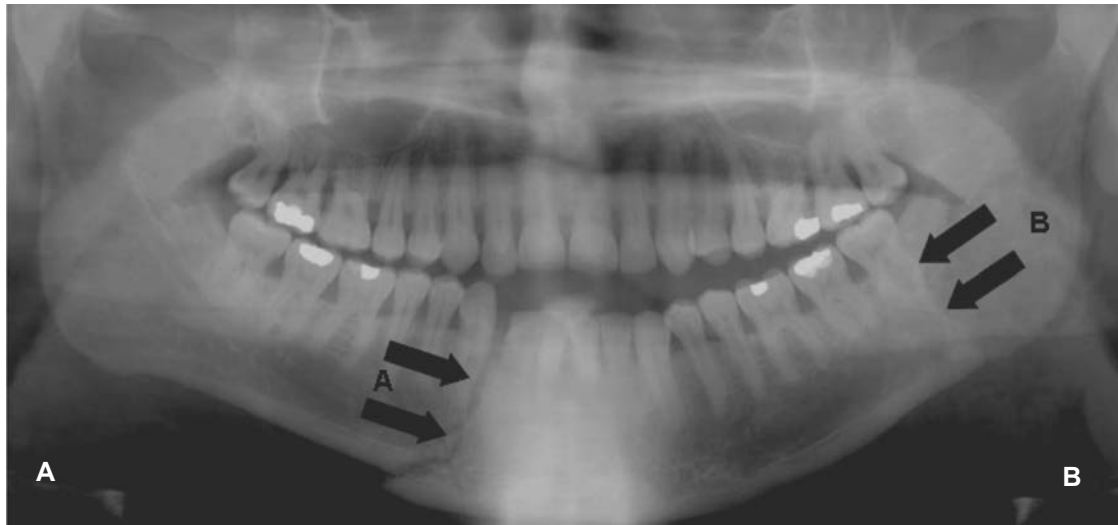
Radiografía panorámica en la que se observan dos fracturas, una fácilmente perceptible (A), en la región parasinfisaria la cual se encuentra desplazada, y una menos perceptible (B), en la región de ángulo y que también se encuentra desplazada, pero en este caso, los segmentos se traslapan, haciendo más difícil observarla.
